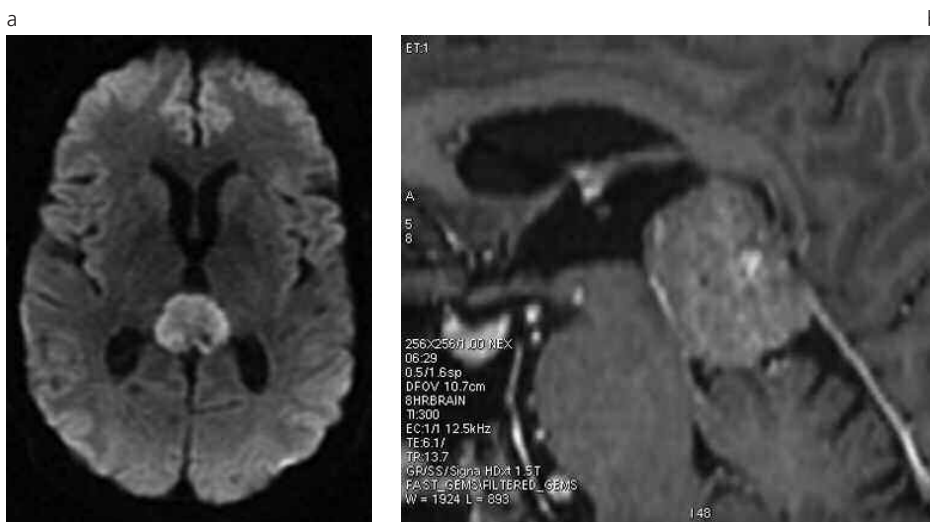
Meningioma que ocupa las cisternas del velo interposito y supravermiana. (a) DWI axial (SE/EPI; TR10000/FOV24x24/ 5thk/ 0.0sp; 128x160/ 2.00nex). (b) 3DSPGR poscontraste (FOV: 24x24,1.5thk/ 0sp; 256x192/2.0nex) con reconstrucción en plano sagital.
